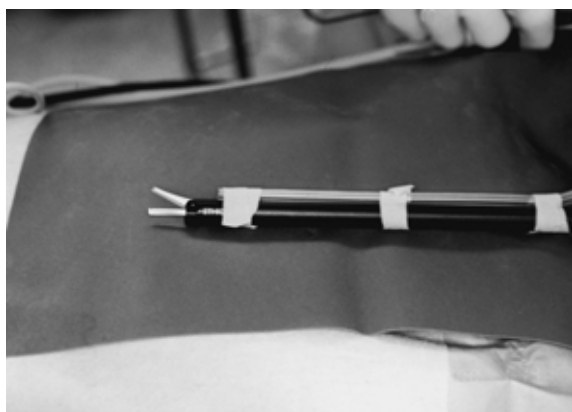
The suction tube is attached to the shaft of the ultrasonically activated scalpel to suck mist.
